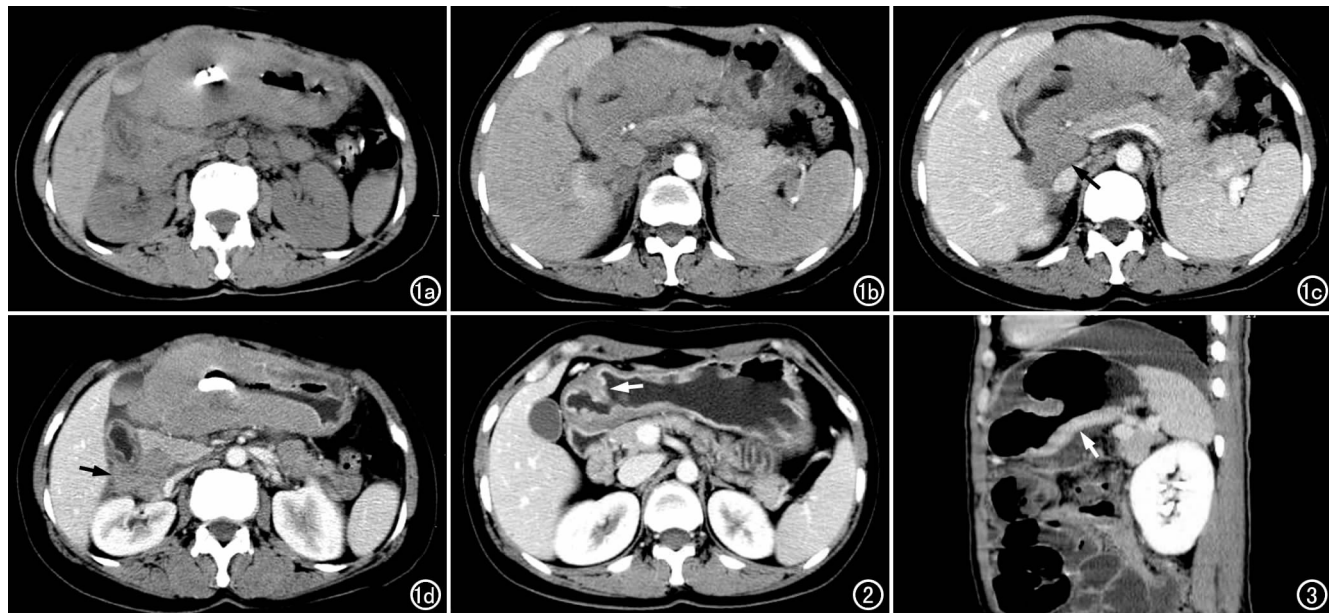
胃窦、胃体部弥漫性大 B 细胞淋巴瘤。a) CT 平扫示胃窦、胃体部弥漫性增厚; b) 增强扫描动脉期示病变呈轻度强化,胃腔内形态光整; c) 静脉期示胰头上方淋巴结肿大(箭); d) 静脉期示右肾动脉水平腹膜后淋巴结肿大(箭),胃腔内胃石形成。图 2 胃窦部弥漫性大 B 细胞淋巴瘤静脉期扫描,CT 示胃窦部胃壁轻度增厚(箭),胃窦前后壁局部黏膜线中断、消失,呈浅凹状轻度强化区。图 3 胃体印戒细胞癌,延迟期增强扫描矢状面重组图像示胃体后壁呈板层状明显强化(箭),正常胃黏膜线状强化消失,肝上隐窝大量积液。
